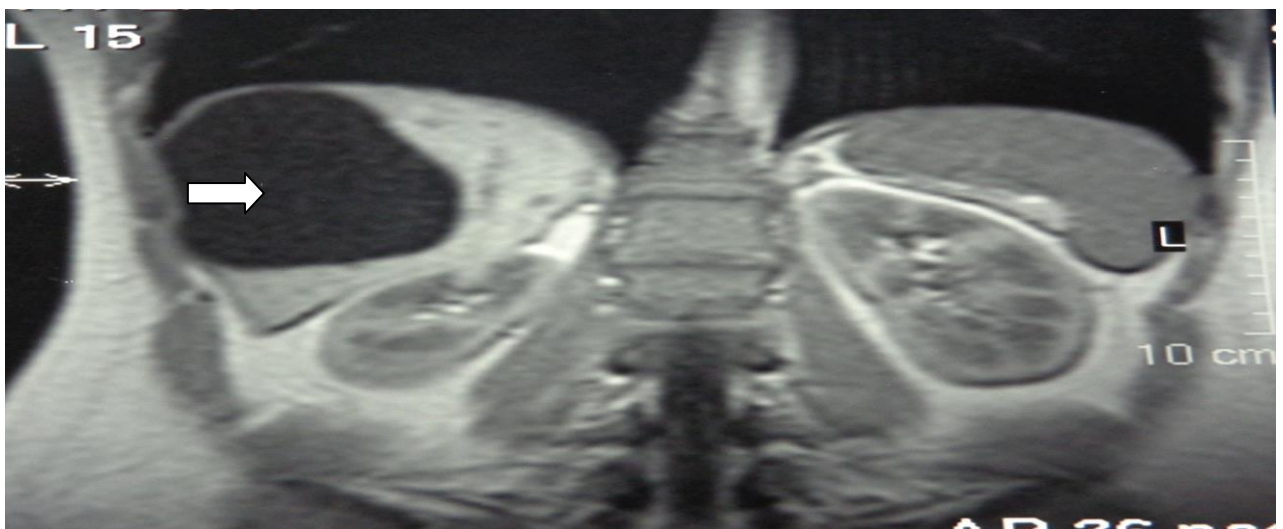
Магнитно-резонансная томограмма больной Г. Эхинококковая киста правой доли печени (стрелка).
